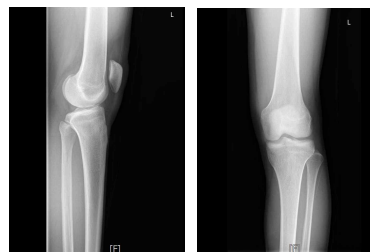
Lateral (left) and AP (right) view of left patellar X-ray. This figure shows no abnormality finding of left patello-femoral compartments.
